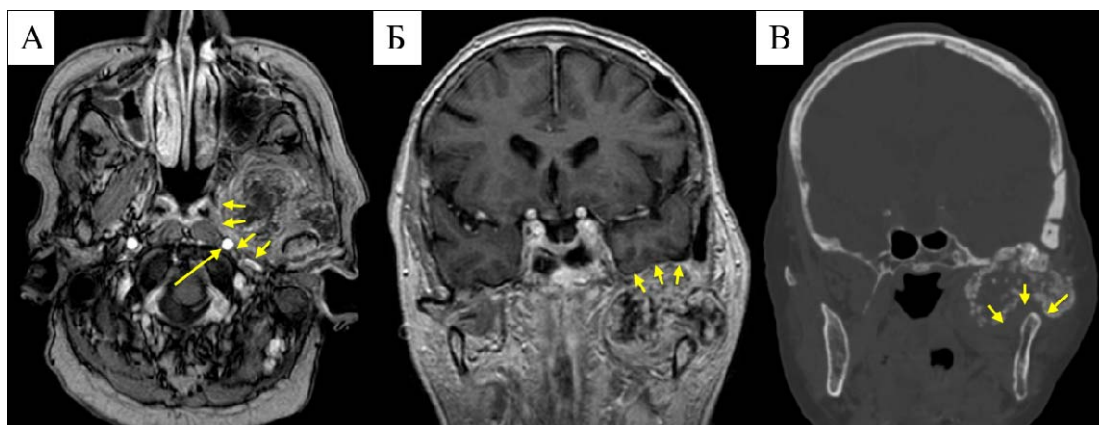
МРТ и КТ опухоли I типа (пациентка К., хондросаркома, контрольная группа). А, Б - МРТ в режиме Т1 с контрастным усилением (короткими желтыми стрелками указано парафарингеальное распространение опухоли, куполообразное поднятие ТМО височной доли, длинной желтой стрелкой указано расположение ВСА экстракраниально); В - КТ (короткими желтыми стрелками указано вовлечение ВЧС)
